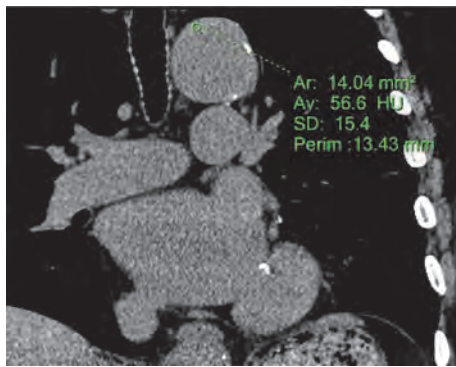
入院から1週間後に撮像された非造影CT：冠状断像。肥厚した大動脈壁は50 HU前後の高吸収を示し、同時に撮像された仮想単純画像(図3B)と同様の所見。
